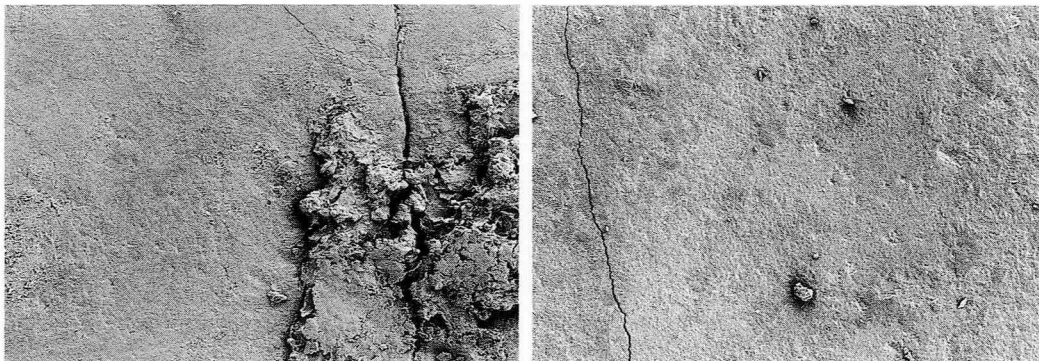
軽い使用圧での超音波スケーラー使用後の歯面 SEM 像 (×125)
